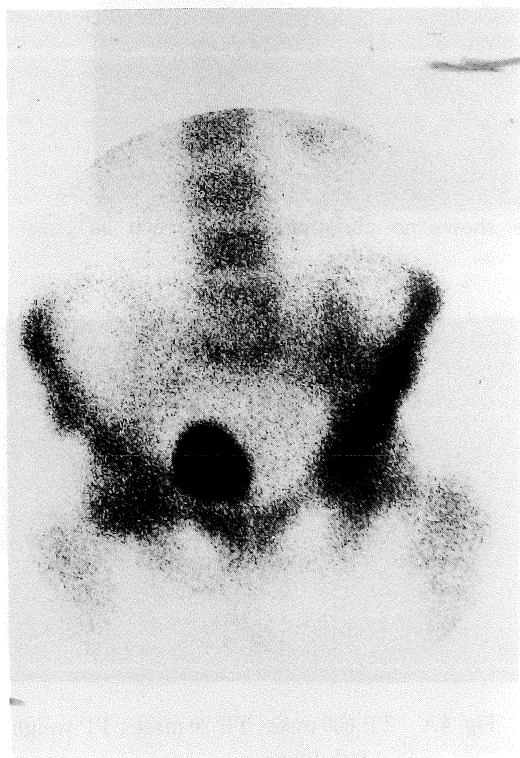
Bone scintigraphy shows increased uptake in the left iliac bone.
